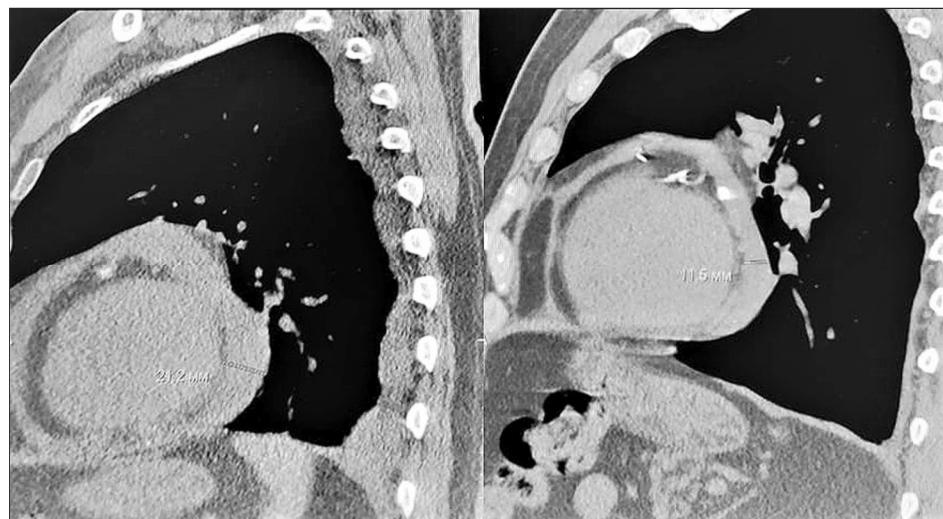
Компьютерная томография органов грудной клетки до начала противовоспалительной терапии и на фоне лечения колхицином (21,2; 11,6).
